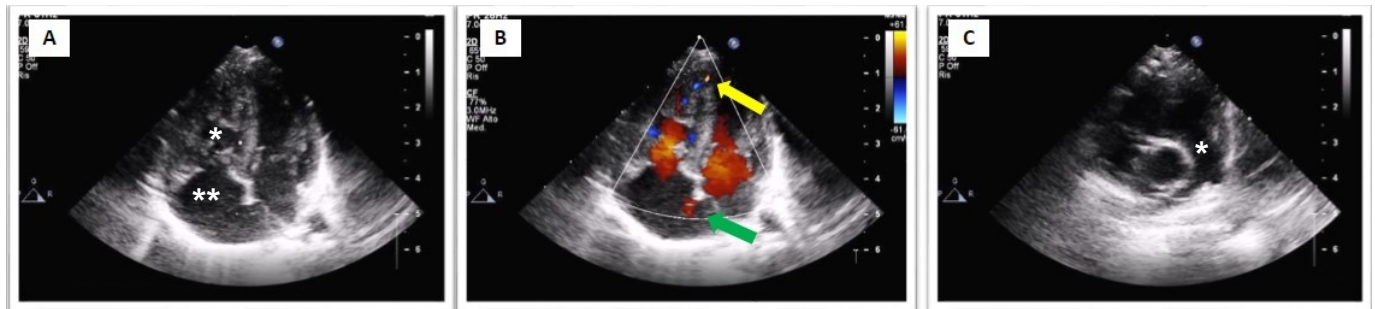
Ecocolor Doppler cardiaco. A) proiezione apicale 4C: marcata ipertrofia ventricolare destra (\*) e dilatazione atriale destra (\*\*); B) proiezione apicale 4C color: piccolo difetto interventricolare a livello del setto apicale inferiore con shunt destro-sinistro (freccia gialla) e forame ovale pervio con shunt destro-sinistro (freccia verde); C) proiezione parasternale asse corto basale: non presenza di ostruzione all'efflusso ventricolare destro con tronco polmonare di normali dimensioni (\*).
